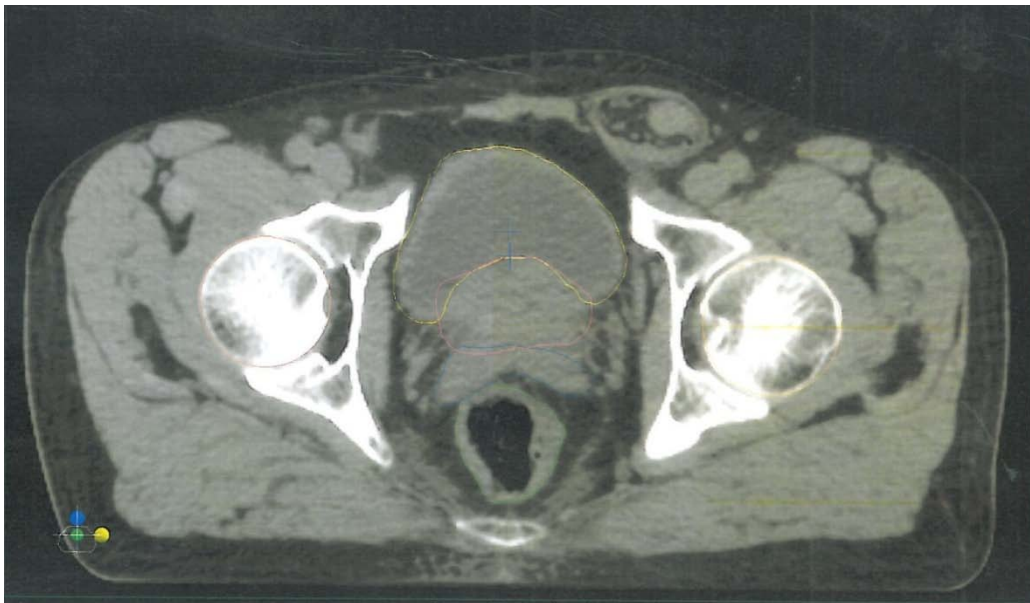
': TDM pelvienne montrant un CaP localement avancé
